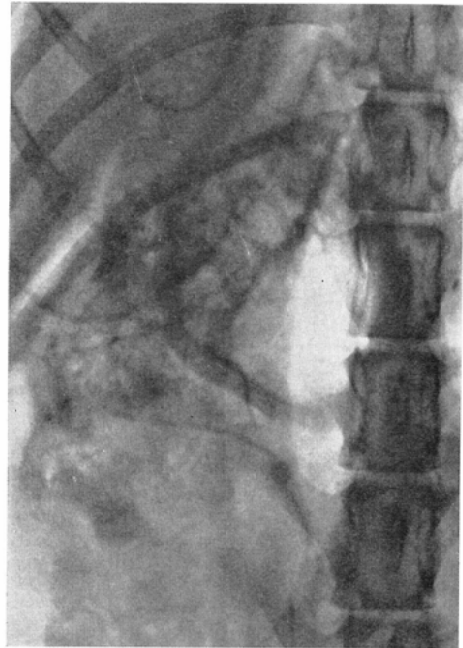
Roentgenogram at 5 min. after end of infusion of 5ml of contrast medium. Very light and uneven amount of contrast medium is observed to be present at the right upper abdominal part but the contrasting of main pancreatic duct and pancreas is already disappeared.
